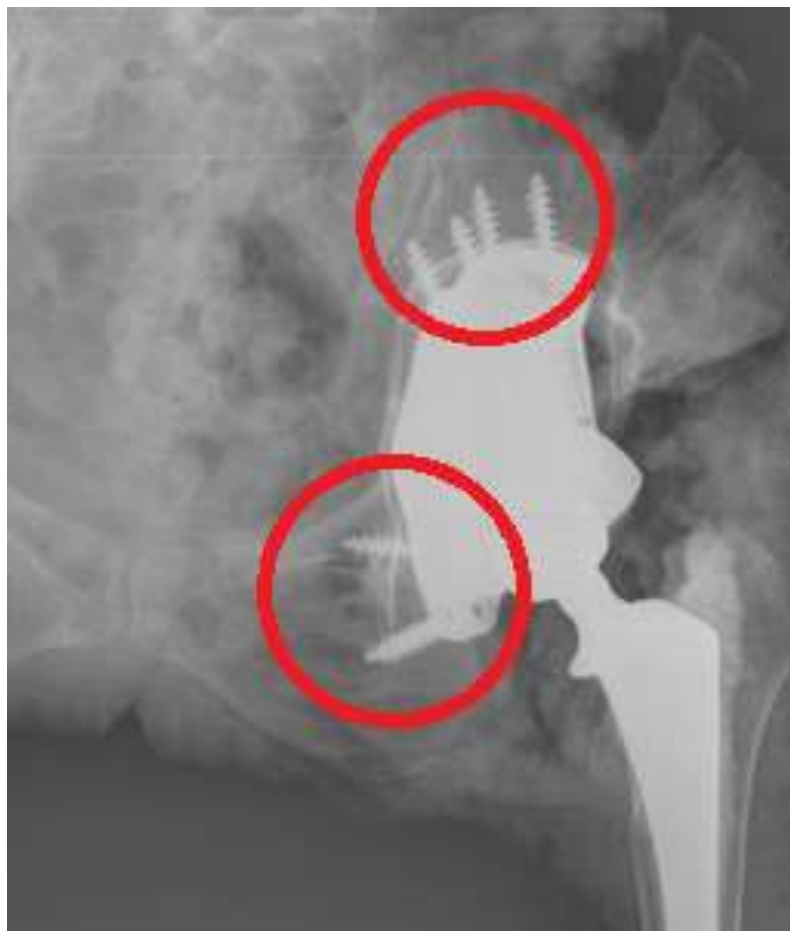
Фрагмент контрольной рентгенограммы костей таза пациентки А., 54 лет, в переднезадней проекции с центрацией на лонное сочленение: замещена индивидуальным имплантатом левая вертлужная впадина, точность проведения винтов говорит о правильно позиционированном индивидуальном имплантате
